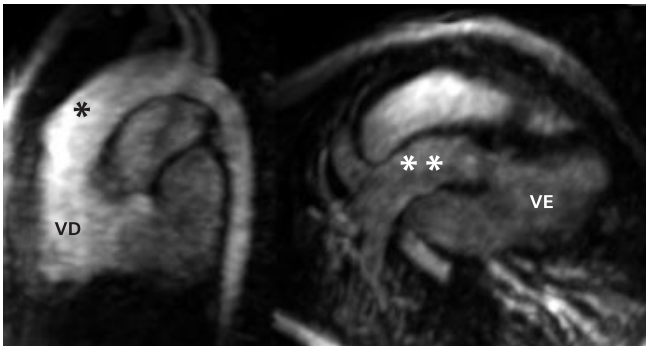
Angio-ressonância magnética com gadolínio onde podemos identificar a anatomia da transposição dos grandes vasos da base. Observar a origem da aorta ascendente (*) do ventrículo direito (VD) e o tronco da artéria pulmonar () do ventrículo esquerdo (VE)
